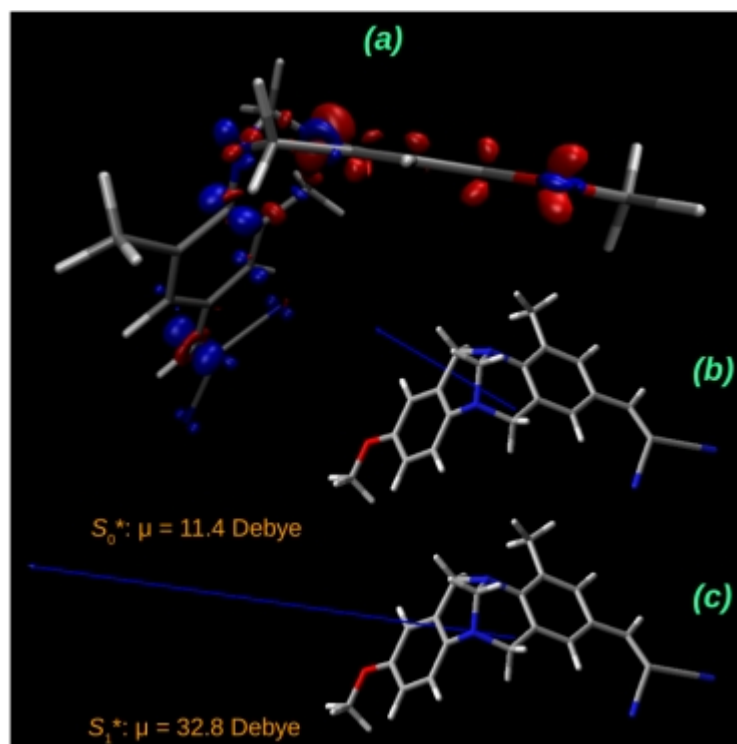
a)- Densidad de transición calculada para el estado de CT de emisión (S_1^*) de 5c en acetato de etilo como solvente modelo. Escala de isosuperficie, Rojo= $-0.008 e$, Azul= $+0.008 e$. b-c)- Vectores del momento dipolar calculado para los estados S_0^* y S_1^* respectivamente (escala de 0.51 para ambos).
